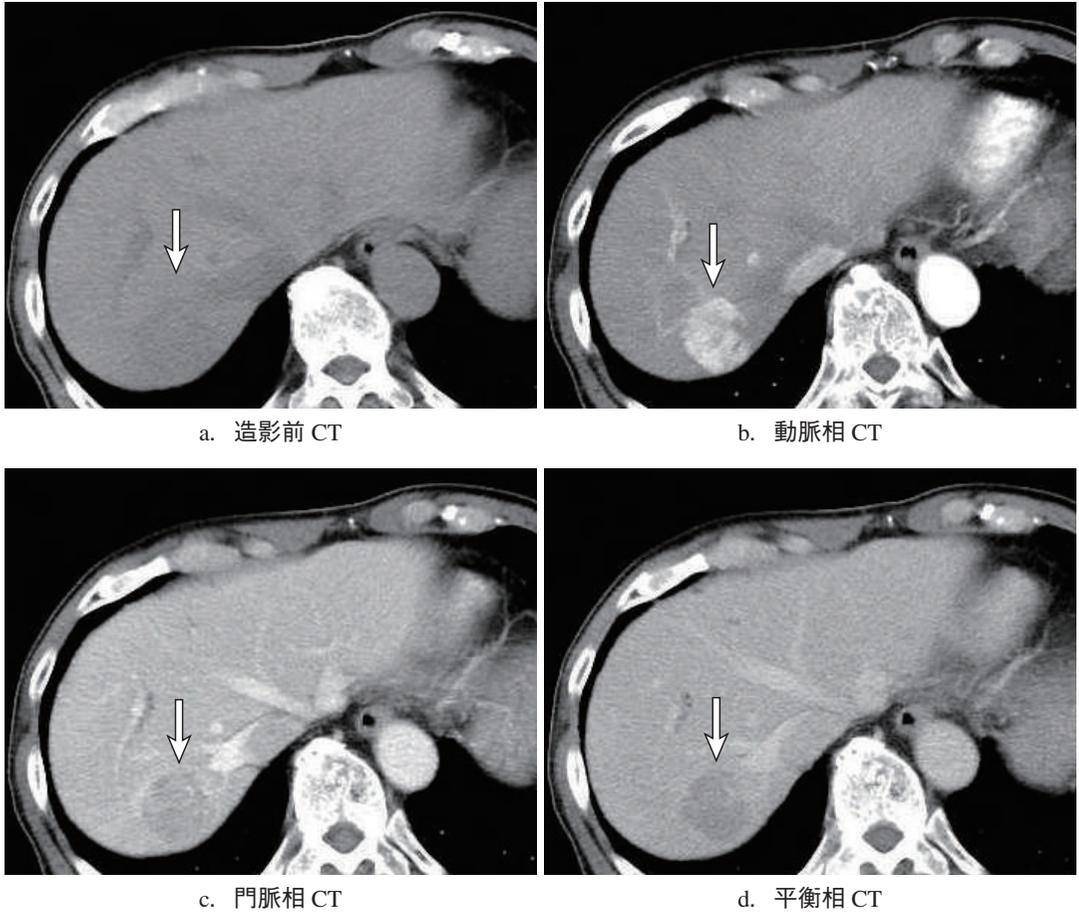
肝ダイナミック CT における多血性肝細胞癌 (Hypervascular hepatocellular carcinoma : HCC) の典型例
